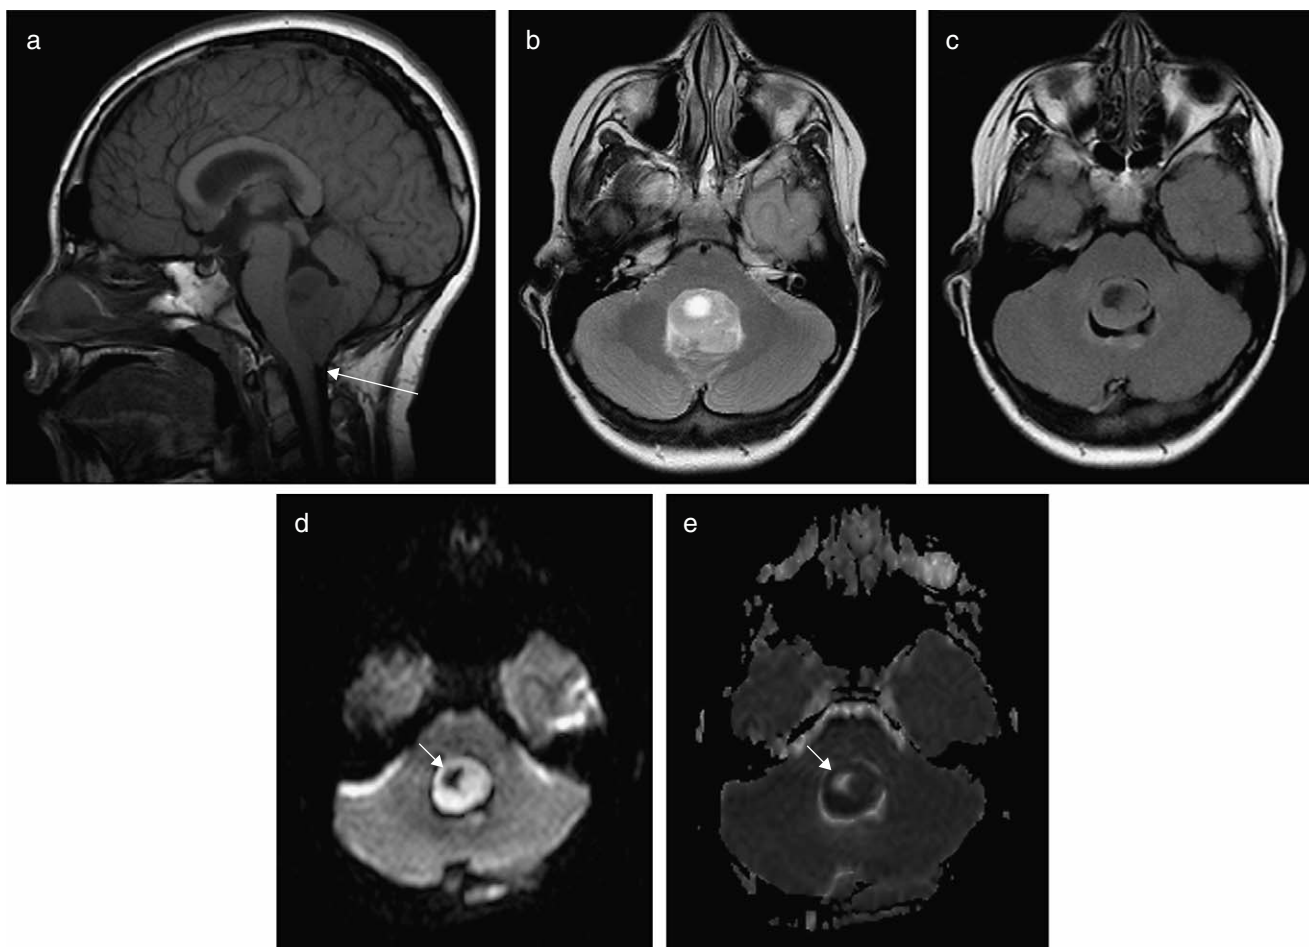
Imágenes en RM características del meduloblastoma. a) RM sagital T1. b) RM axial T2. c) RM axial Flair. d) RM difusión. e) Mapa ADC. Masa infratentorial de línea media con origen en velum medular posterior y extensión al interior del IV ventrículo. Señal hipointensa en T1, discreto aumento de señal en T2 y señal similar al parénquima adyacente en FLAIR. Tumor sólido con mínima heterogeneidad de señal debida a quiste excéntrico. No hay edema perilesional valorable. Herniación amigdalina por agujero magno debido al efecto masa tumoral (flecha larga). Moderada dilatación ventricular supratentorial observada en el plano sagital a nivel del III ventrículo. Marcada restricción en difusión del meduloblastoma (en contraste con la ausencia de restricción del quiste parenquimatoso) (flecha corta) y baja señal correspondiente en el mapa ADC (con alta señal del quiste intratumoral).
